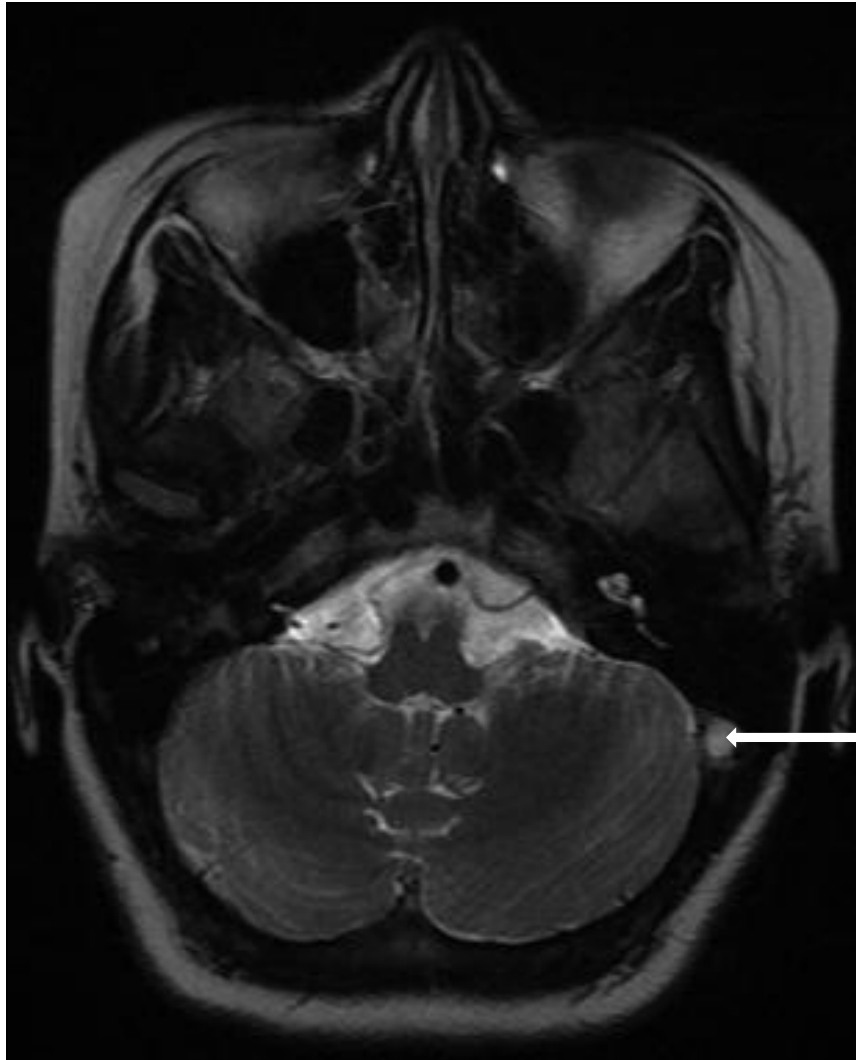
IRM cérébrale T2 axiale :
